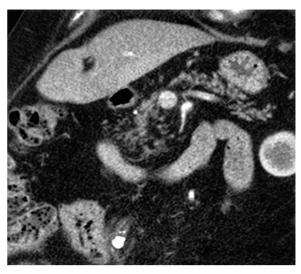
Lipomatose in der CT mit nur noch spärlicher Drüsenstruktur
